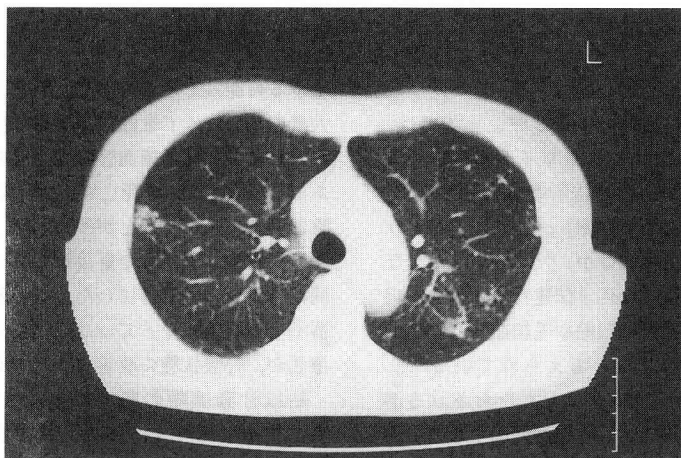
b 平成7年11月30日 治療後の胸部CT
